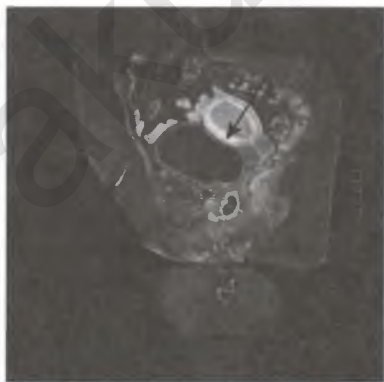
Магнитно-резонансная томограмма таза: рак эндометрия с инфильтрацией в миометрий.
